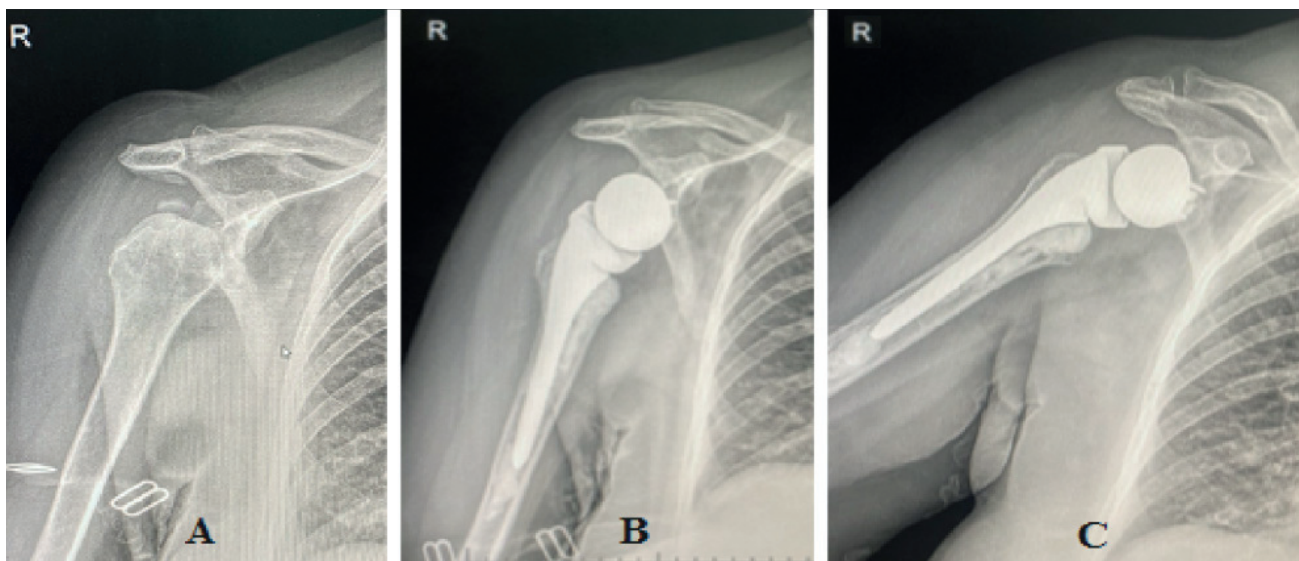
Radiographs of patient C.: A—preoperative image showing chronic fracture-dislocation of the shoulder joint with a defect of the glenoid articular surface; B, C—at 3 months following primary total reverse shoulder arthroplasty
